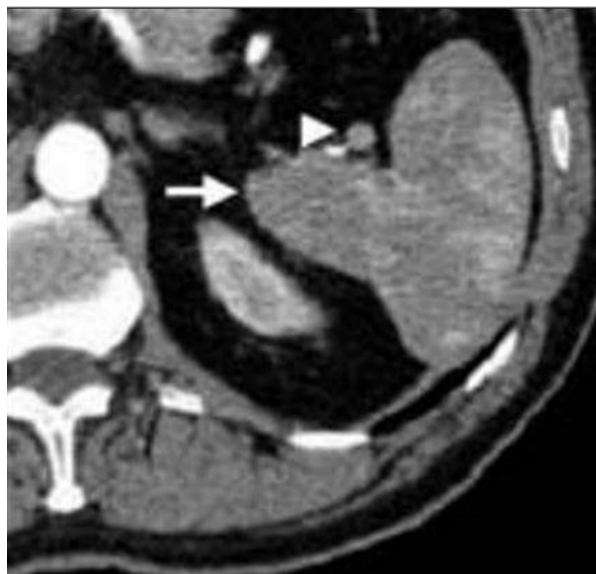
Coupe axiale d'une TDM abdominale objectivant un tubercule splénique [24]
